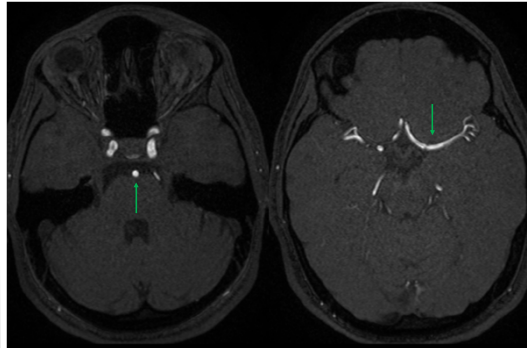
IRM cérébral en coupes axiales au niveau de l'AB (image de gauche) et de l'ACM segment M1 gauche (image de droite) sur une séquence ToF⁶
